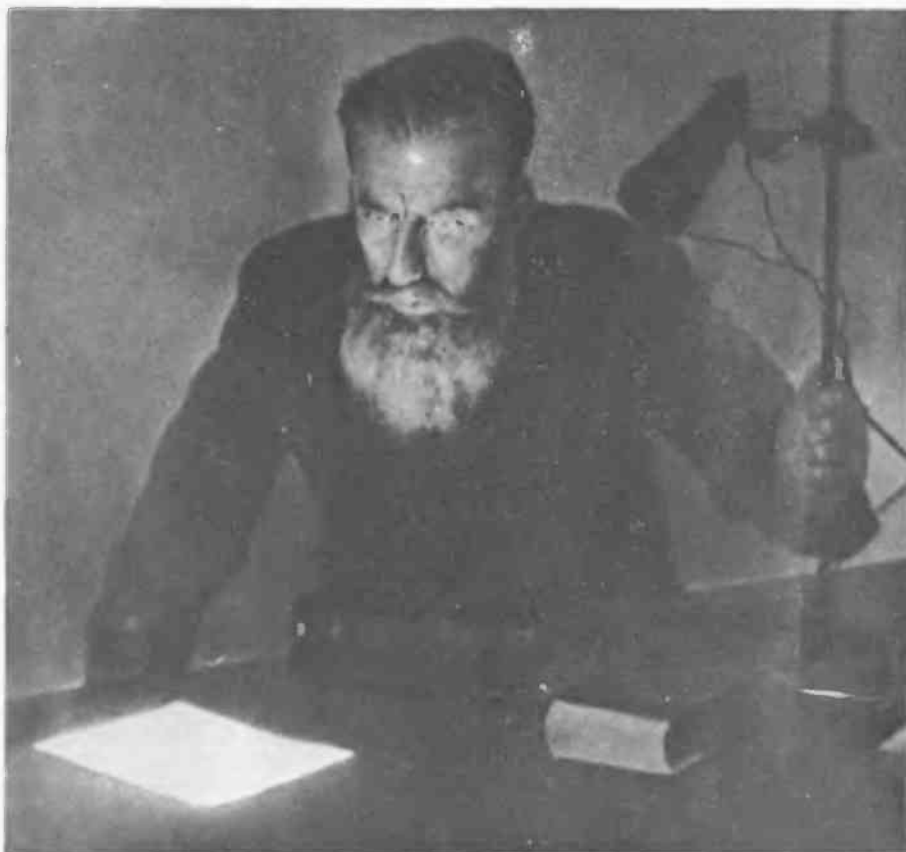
Рентген неожиданно обнаруживает, что экран, лежащий на столе, светится желтовато-зеленоватым светом под воздействием невидимого излучения.
